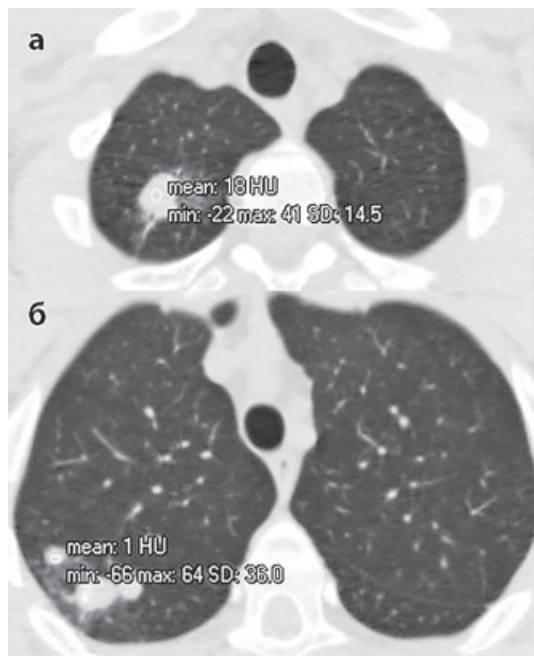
Аксіальний зріз КТ хворого К. на рівні S_1 (а) та (S_2) верхньої частки правої легені через 10 місяців АМБТ.
